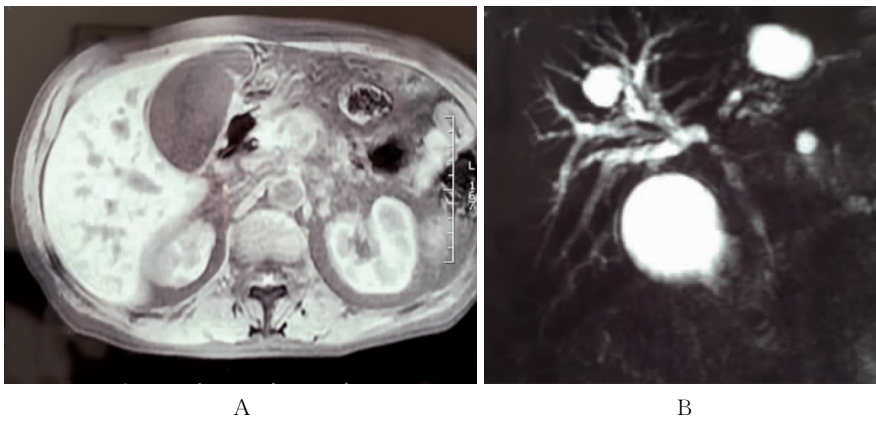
MRI 及 MRCP 提示胰头部占位,肝外胆管梗阻,右侧肝内胆管扩张。
